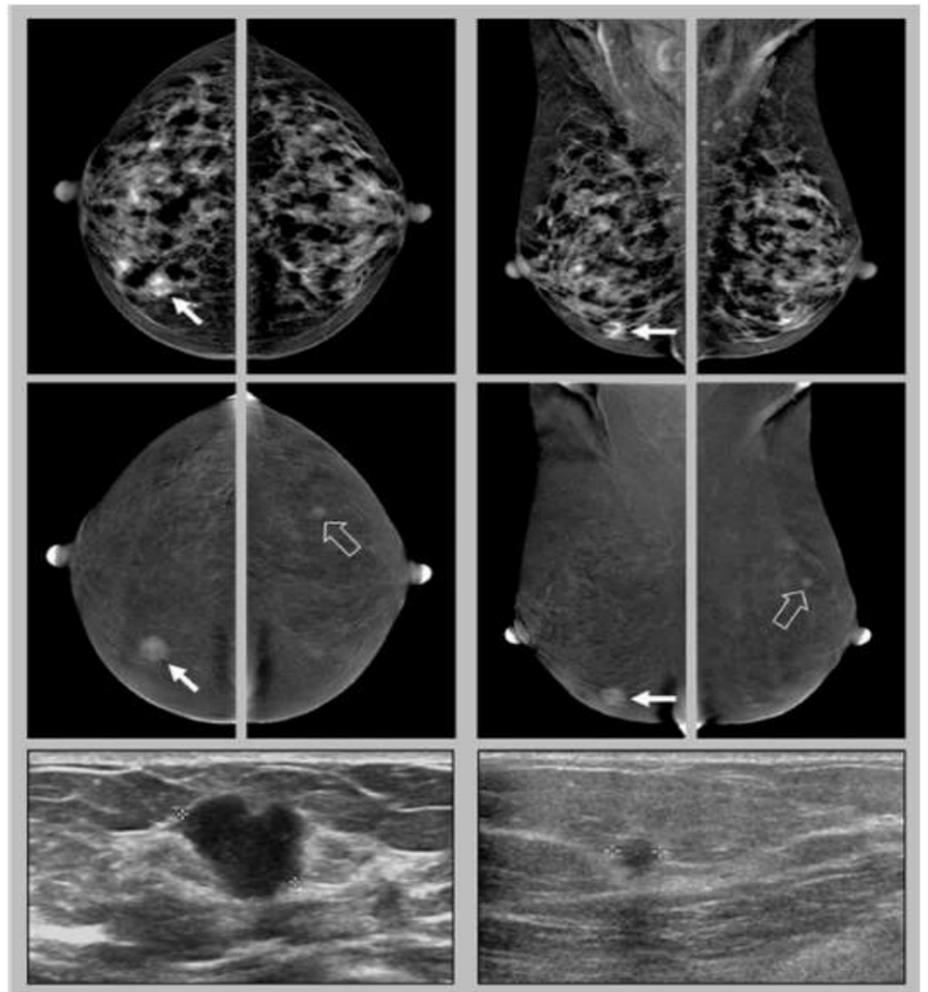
Exemplo do benefício da MMC no estadiamento local do câncer de mama. Paciente com nódulo palpável no QIM direito, demonstrado na MMG (topo) e na USG (mais inferior). A lesão contralateral, entretanto, foi observada apenas na MMC (centro) e depois na USG second look. A biópsia confirmou carcinoma bilateral. Imagens de Lobbes et al (2013).
